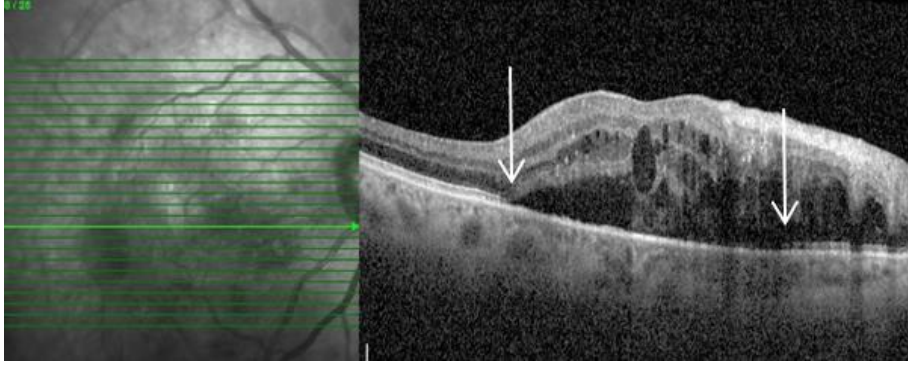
Optik Koherens Tomografide Derece 3 Hiperreflektif Nokta Görünümü.
